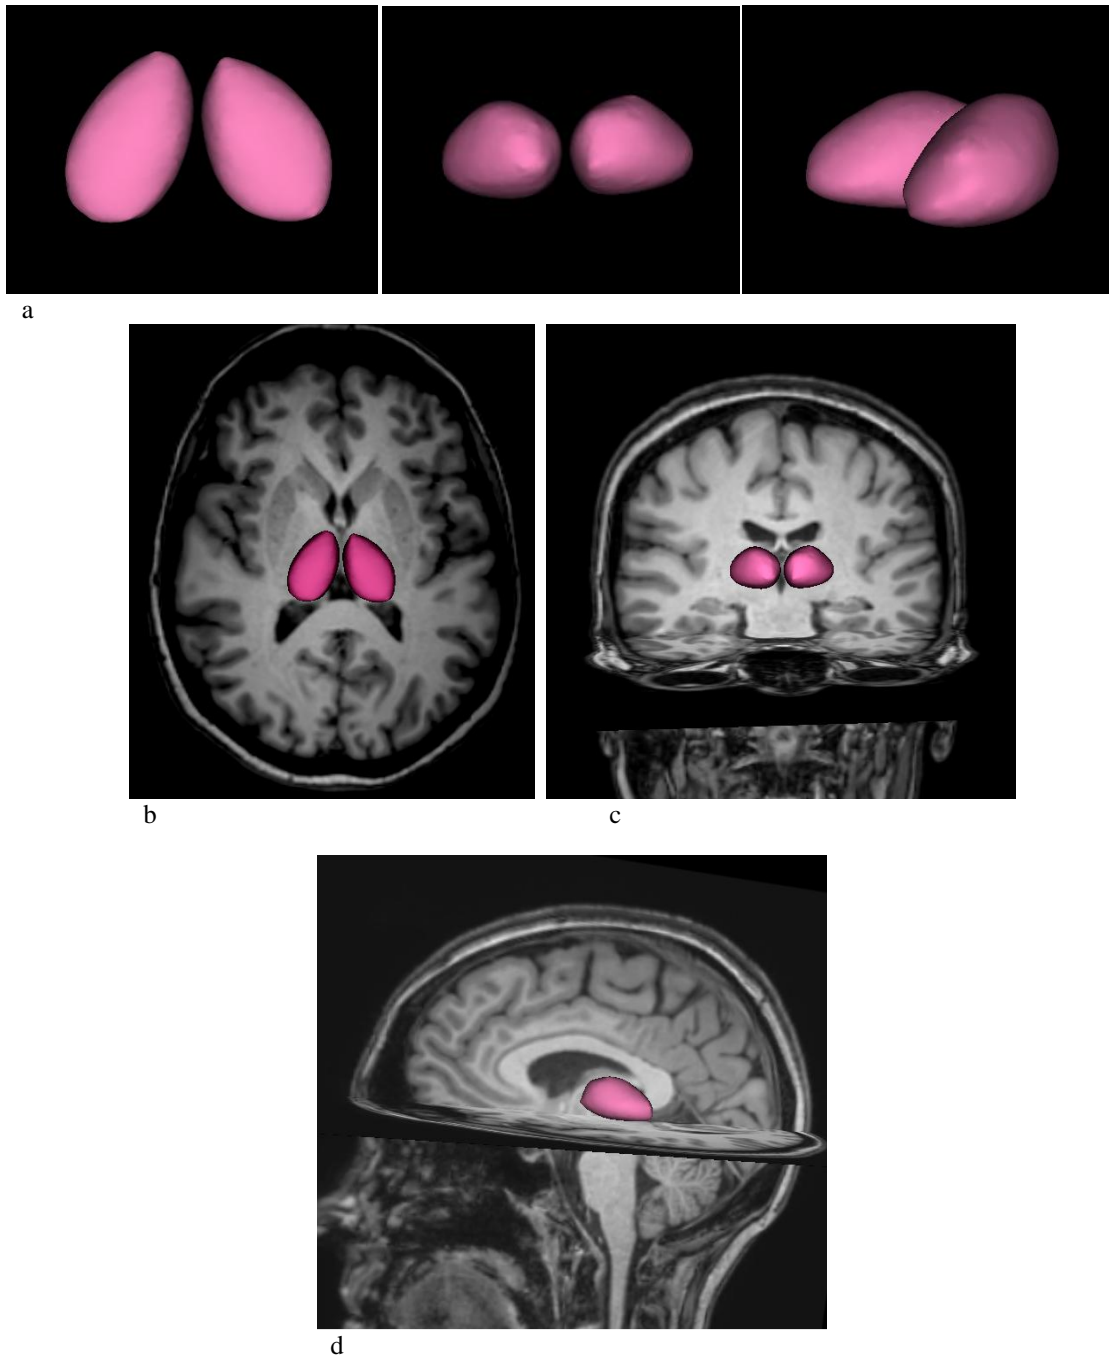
Reconstrucciones volumétricas de ambos tálamos, visión superior, anterior e inferior (a). Proyección sobre imágenes de RM, secuencia 3D FSPGR, en planos axial (b), coronal (c) y sagital (d).
